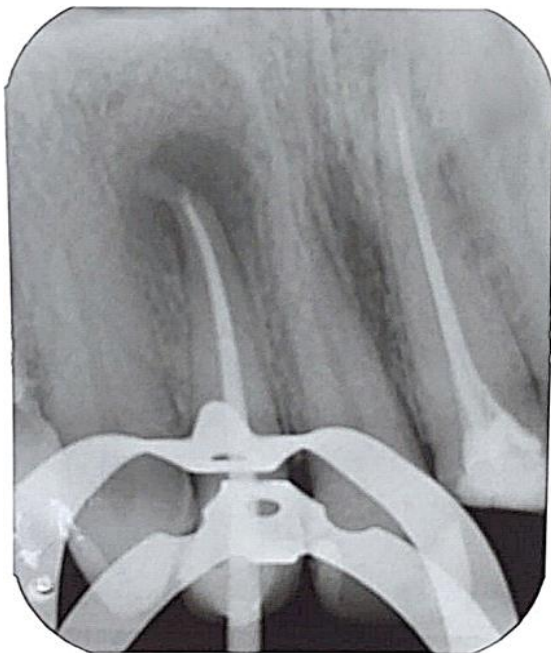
Radiografia periapical demonstrando o preenchimento do canal radicular pelo material obturador.
